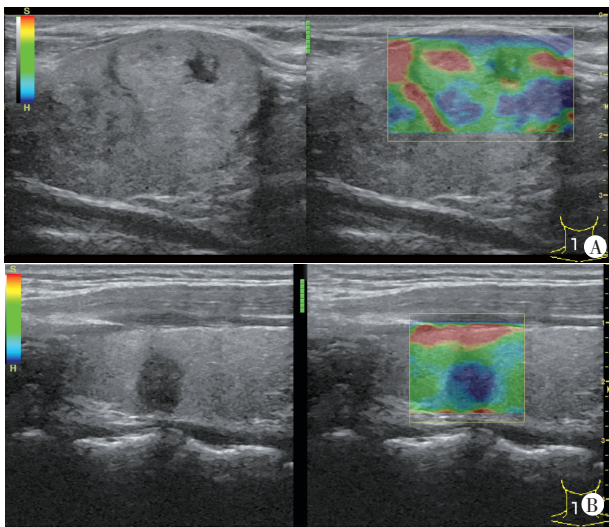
细胞学结果不确定甲状腺恶性结节的超声弹性成像图
